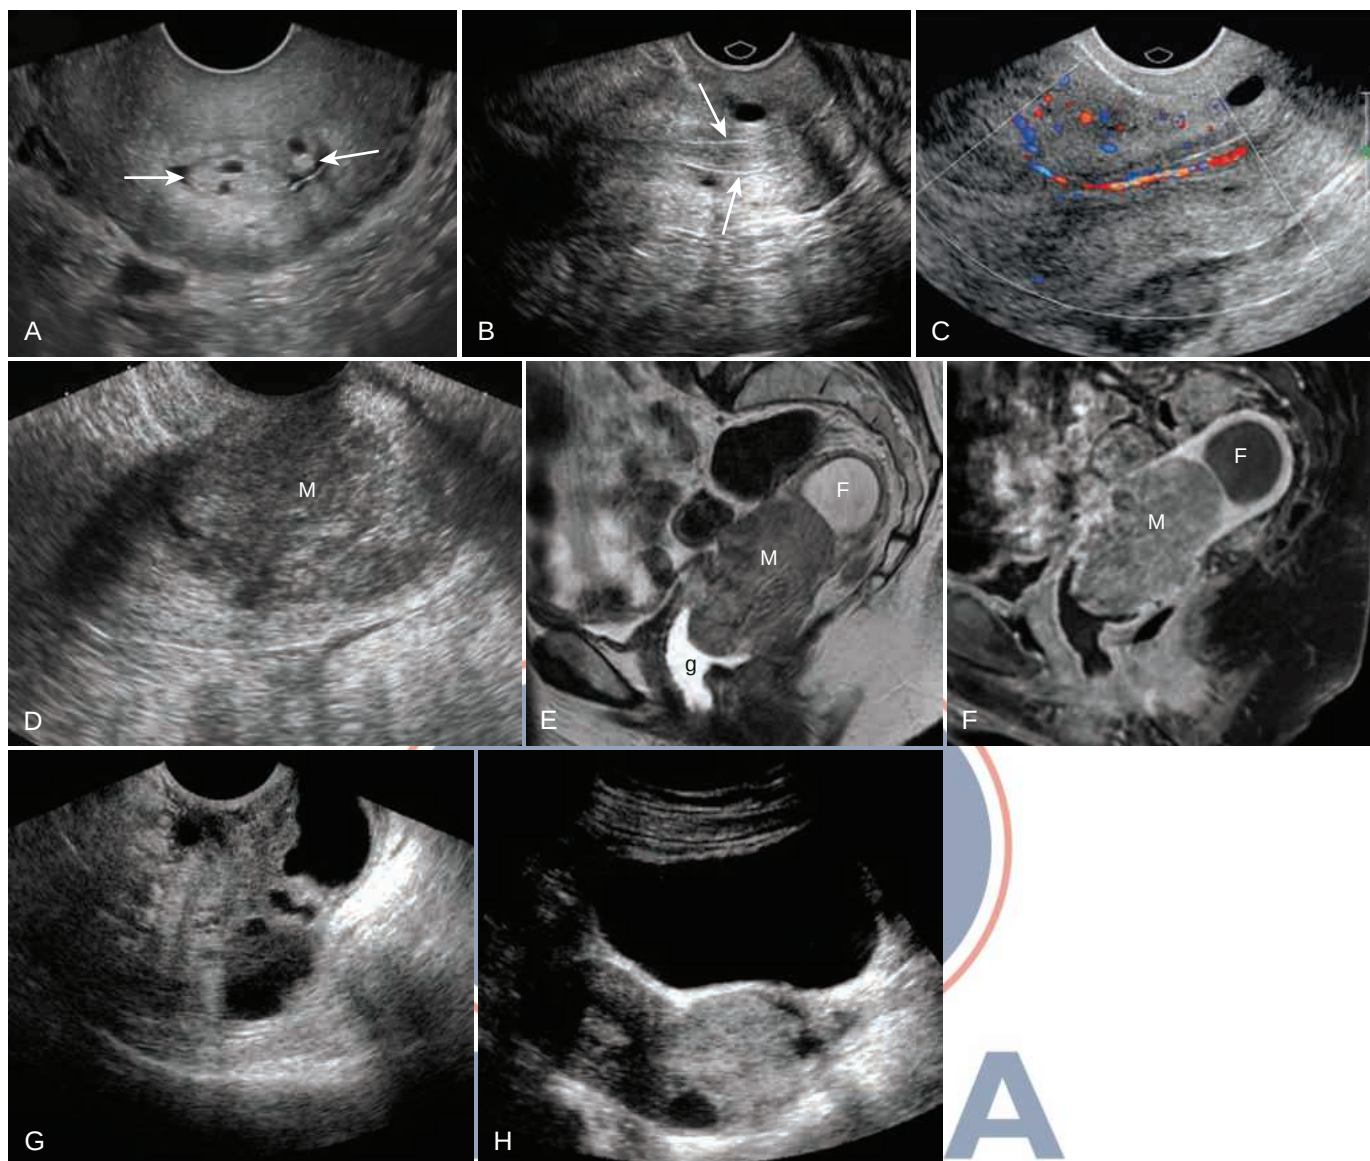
Hallazgos cervicales. (A) Pólipos cervicales. La ecografía transvaginal transversal (TVS) muestra dos pólipos cervicales (*entre flechas*). Una pequeña cantidad de líquido en el canal endocervical delinea (B y C) el pólipo endometrial que prolapsa en el cuello uterino. TVS sagital en escala de grises (B) y Doppler color (C) de una masa en el cuello uterino con flujo sanguíneo que se extiende desde el endometrio hacia la masa cervical, compatible con un pólipo endometrial prolapsante. Este diagnóstico es importante, ya que los pólipos cervicales a menudo se ignoran debido a su benignidad, pero los pólipos endometriales suelen extirparse (véase el Video 28.7). (D) Carcinoma cervical. La TVS sagital muestra una masa sólida hipoeoica (M) debida a un carcinoma cervical. (E) El carcinoma cervical en la imagen sagital ponderada en T2 muestra una gran masa ligeramente hiperintensa (M) que sustituye al estroma cervical que normalmente es hipointenso en la imagen ponderada en T2. Obsérvese el líquido (F) en el útero obstruido, así como el gel ecográfico (g) utilizado para delimitar la vagina. (F) La correspondiente imagen sagital poscontraste saturada de grasa en T1 muestra un hipo realce de la masa en relación con el miometrio. (G y H) Las imágenes de una paciente con adenoma maligno muestran una masa mixta quística y sólida.
